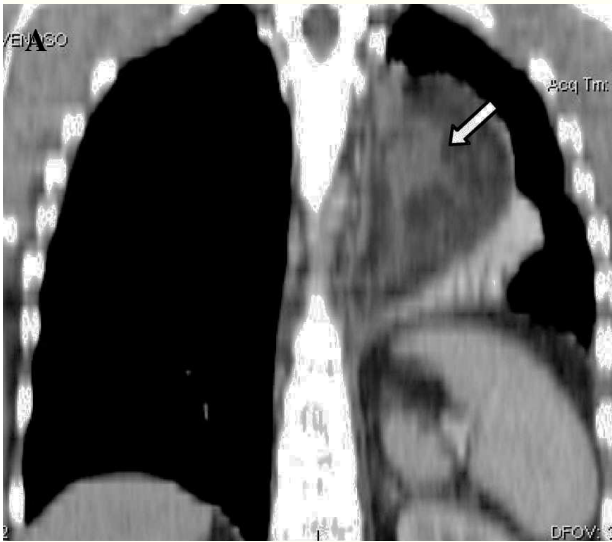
Tomografía computarizada con reconstrucciones coronal (A) y sagital (B), en la que se observa el gran lipoma mediastínico que comprime el pulmón. La densidad grasa del lipoma coexiste con zonas de más densidad (flecha).
